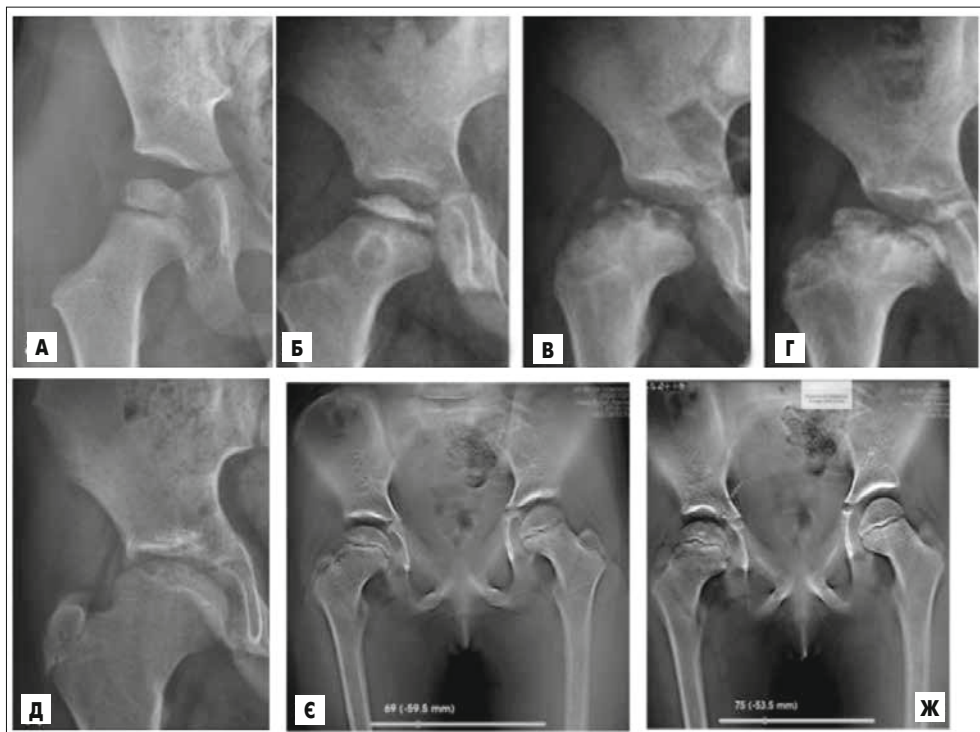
Рентгенограми та томограми таза. Хвороба Пертеса, асептичний некроз голівки стегнової кістки. А-Б – II стадія, розширення суглобової щілини, голівка стегнової кістки сплюснена, рівномірно ущільнена і позбавлена структурного малюнка; В-Г – III стадія, фрагментація епіфіза, потовщення і скорочення шийки стегна; Д – IV стадія, відновлення. Стадія закінчується повним відновленням кісткової тканини, але голівка стегнової кістки сплюснена, шийка стегна різко стовщена, вкорочена; Е – томосинтез: на 67-му зрізі (задній відділ голівки) визначається розширення суглобової щілини, голівка не змінена; Ж – томосинтез: на 71-му зрізі (передній відділ) фіксується осередок некрозу, оточений зоною лізису (стрілка)
